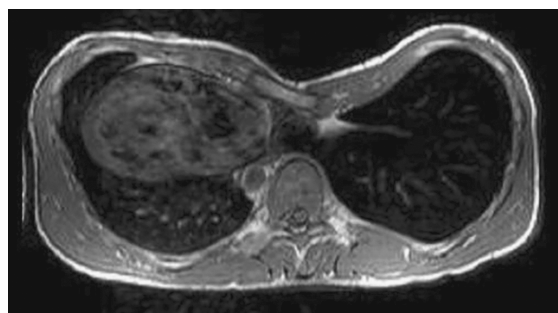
Магнитно-резонансная томография органов грудной клетки в аксиальной проекции на уровне максимальной деформации (Малеков Д.А., 2024)
